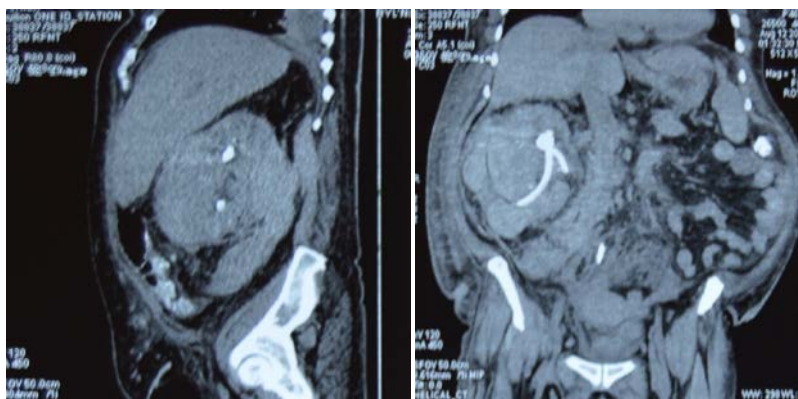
МСКТ. Субкапсулярная и паранефральная гематомы
